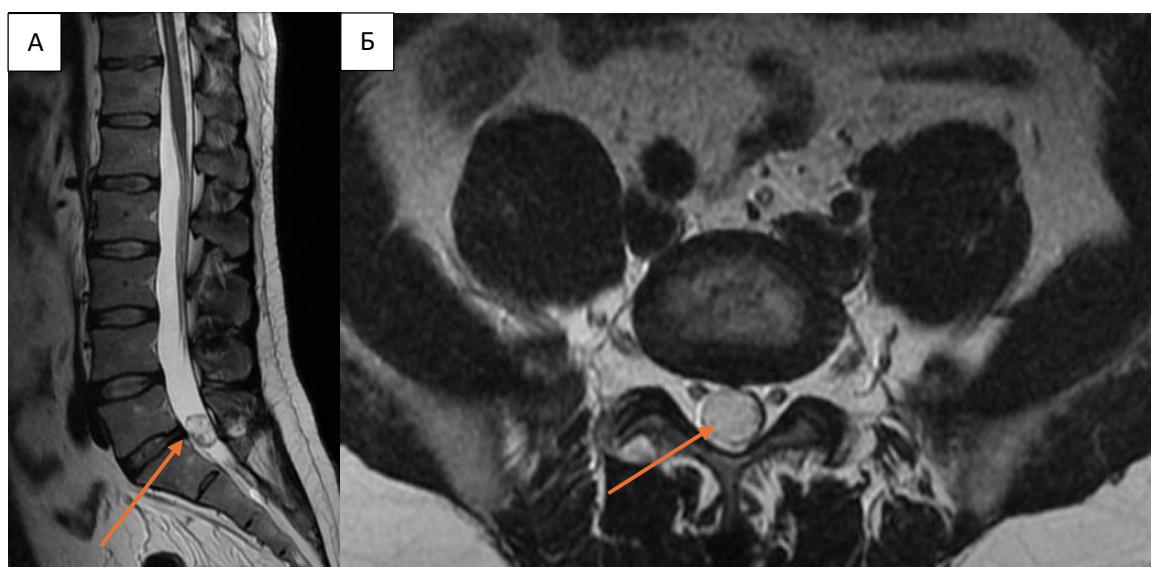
МРТ позвоночника пациента К-в, 36 лет:
